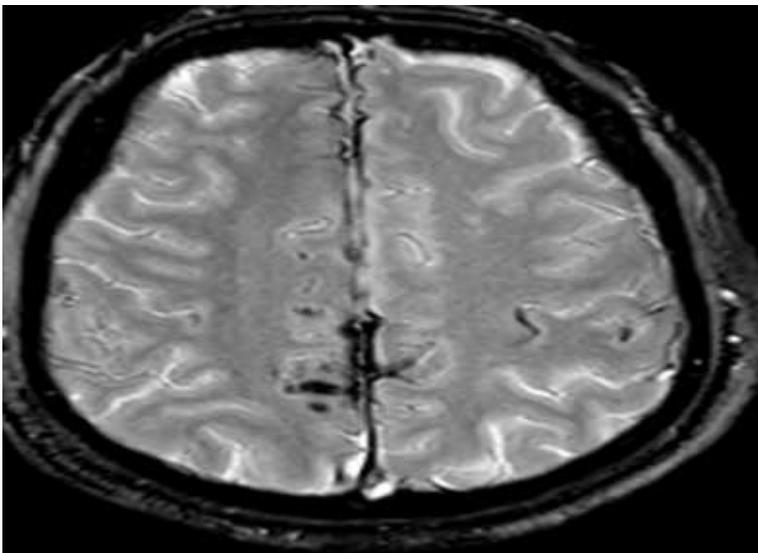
dépôts d'hémosidérines au niveau inter hémisphérique à l'IRM cérébrale en séquence en T2*
